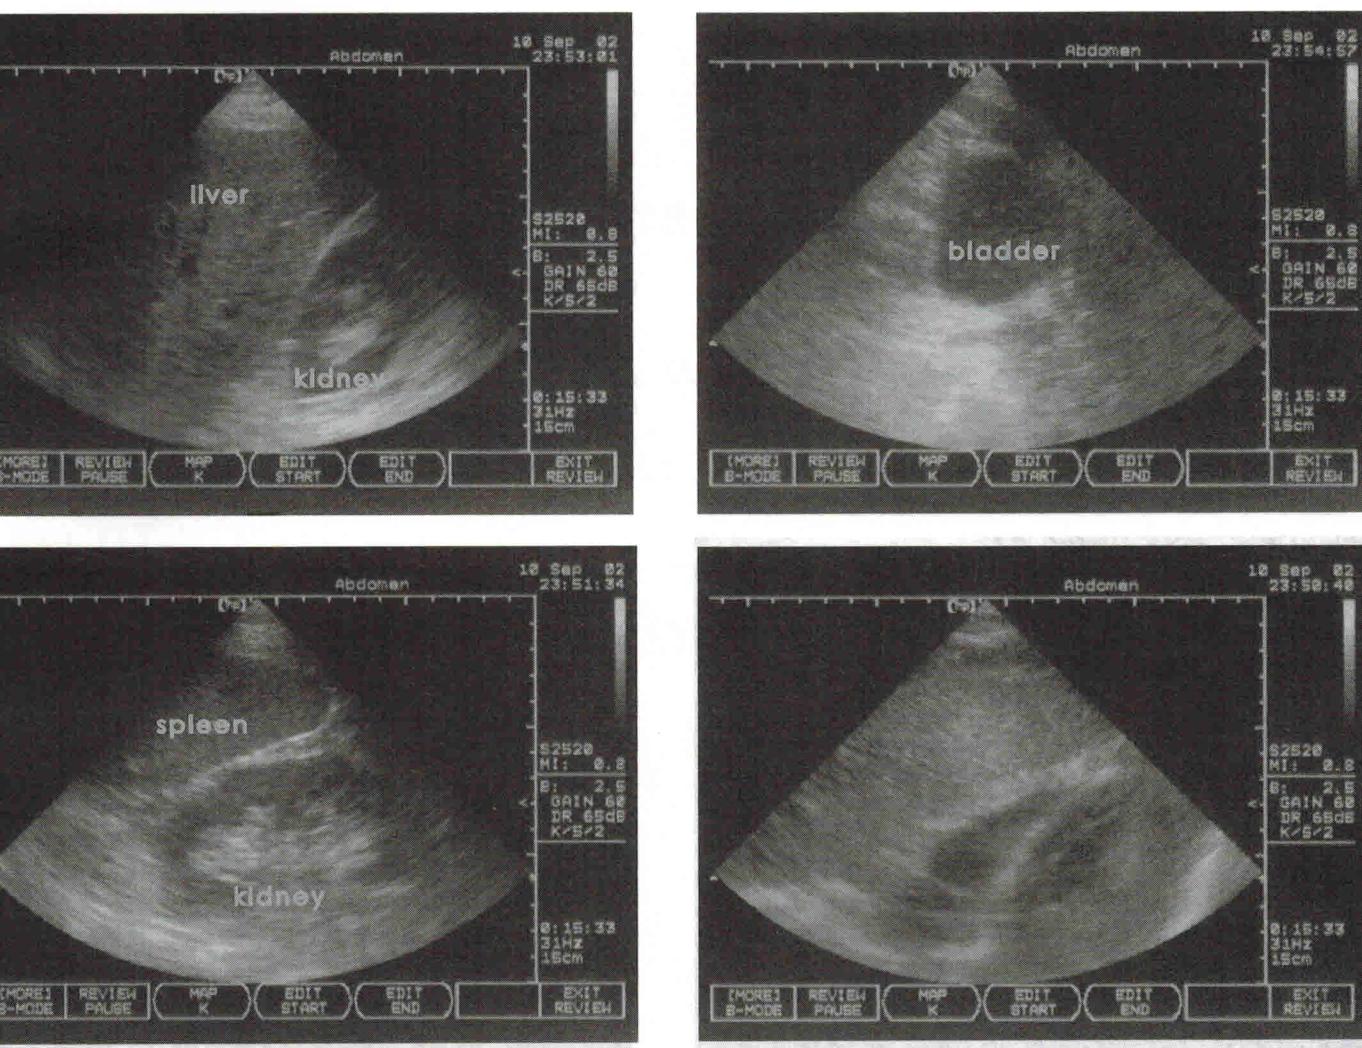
УЗИ. Отклонений не выявлено
